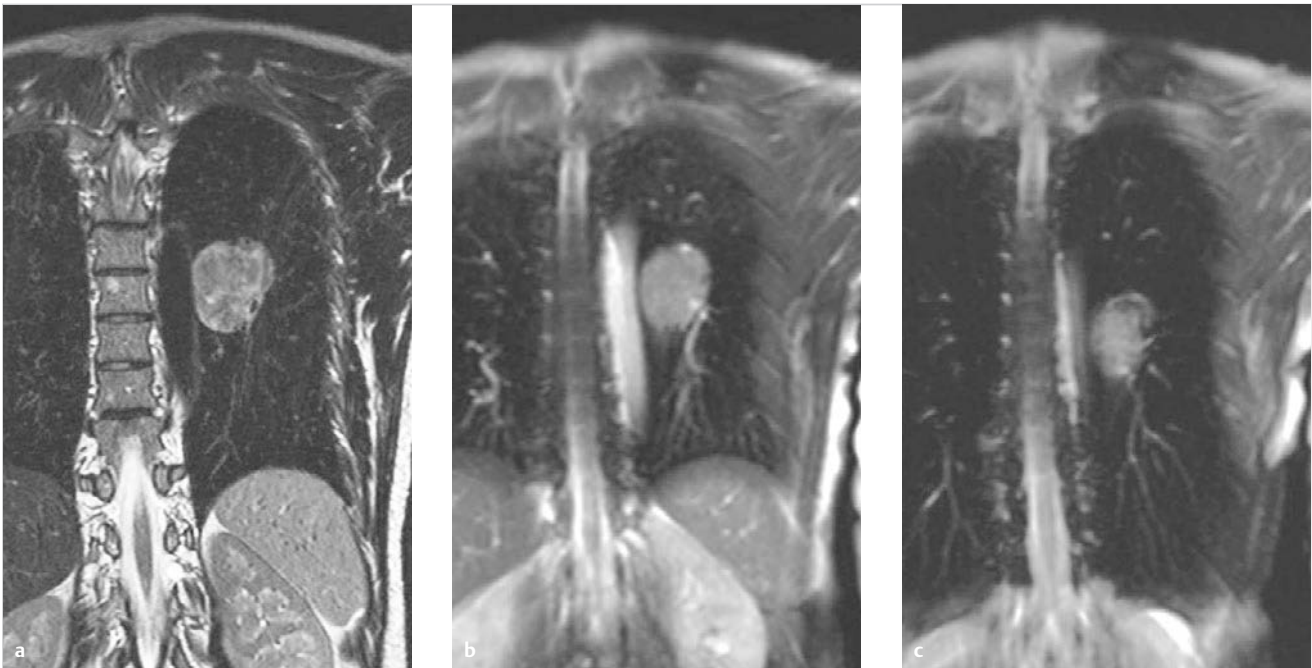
Adenokarzinom im linken Lungenoberlappen. MRT der Atemmechanik.
